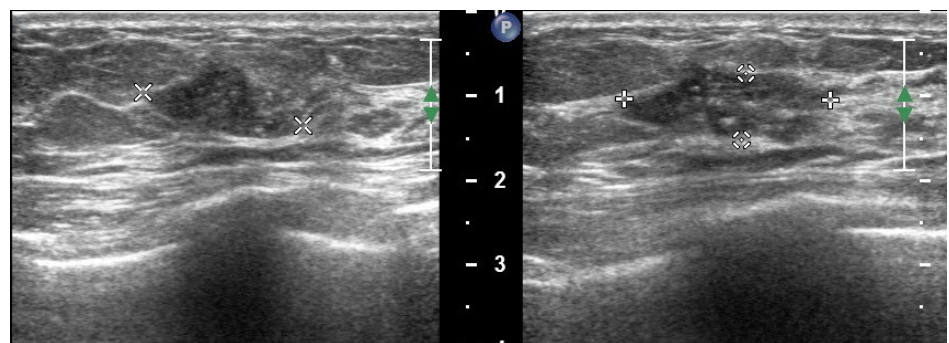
（ Anti-radial view 與 radial view ，右圖為 radial view ，其右側為乳頭方向）多且大小，形狀不一的微細鈣化點分布在一個不規則的同等超音波迴音的腫瘤中。在 anti-radial view 中可見此腫瘤連接至一擴張的乳管並延伸至乳頭方向。
